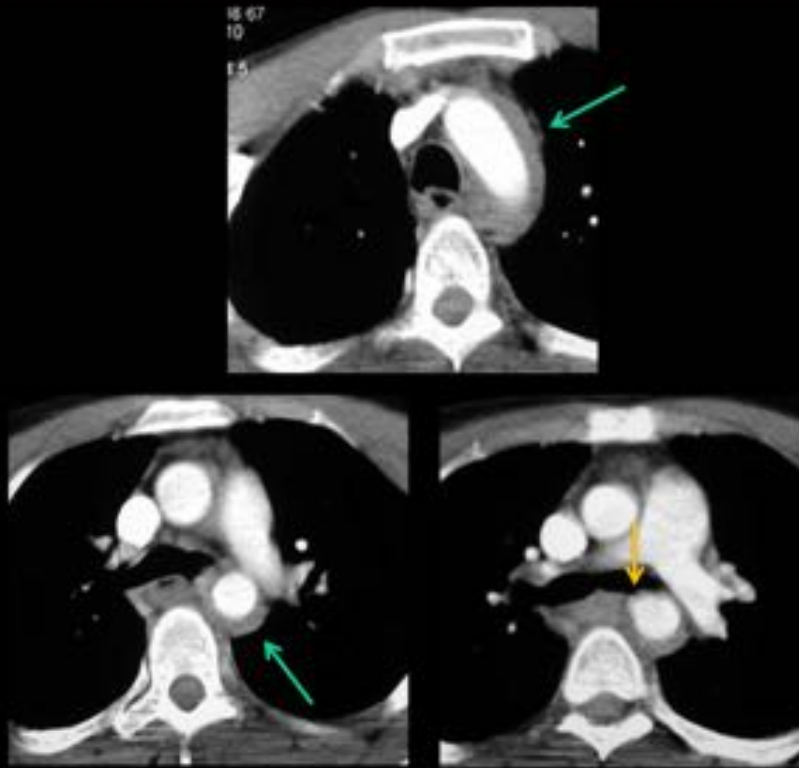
TC: traumatismo aórtico: Flechas verdes: Hematoma periaórtico. Flecha naranja: Seudoaneurisma en pared anterior de aorta descendente.
